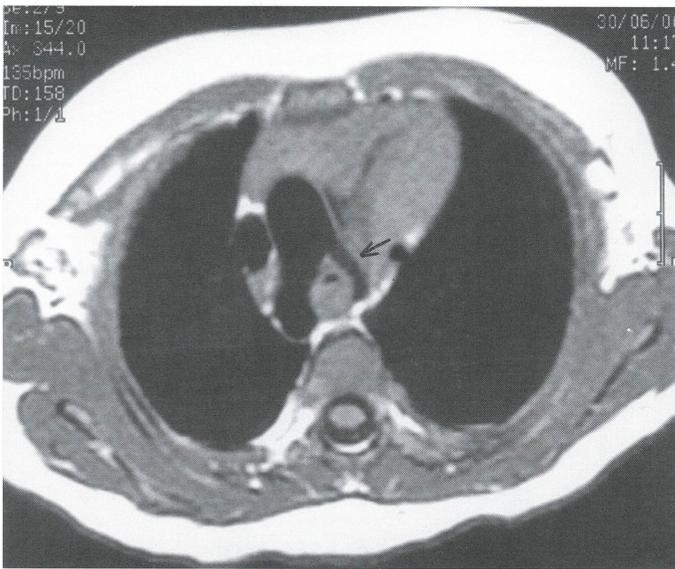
Caso clínico 3. Resonancia nuclear magnética que muestra doble arco aórtico.
